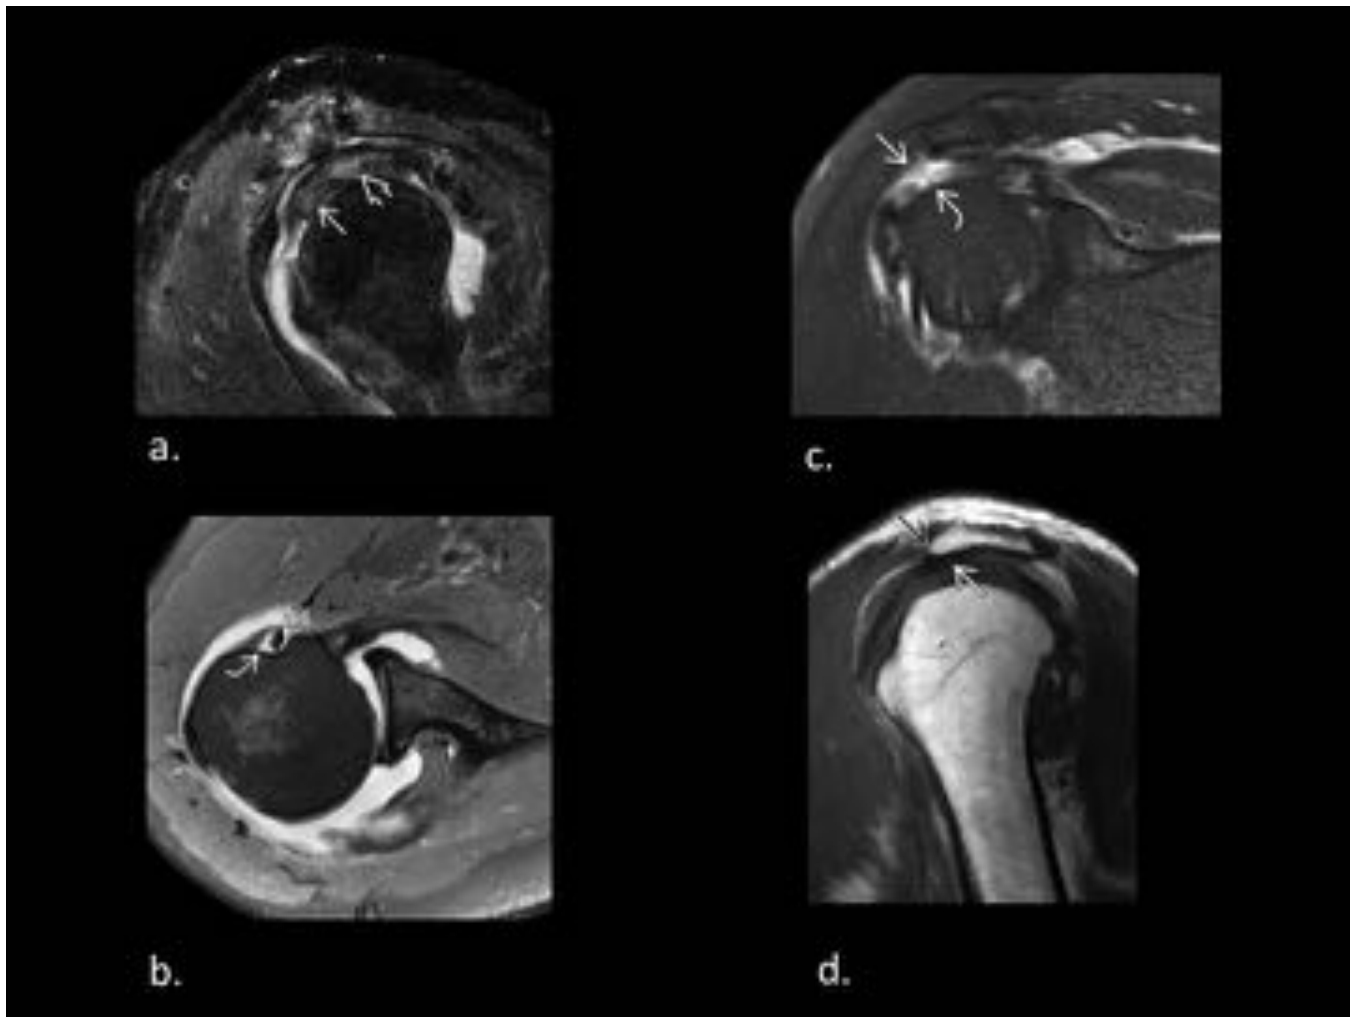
Patologías asociadas a las diskinesias de escápula que pueden ser diagnosticadas con RM. A) T2 sagital oblicua. Aumento de señal con engrosamiento del tendón bicapital sugestivo de tendinopatía. B) imagen en DP con supresión grasa. Aumento de señal dentro del tendón. C) imagen T2 coronal oblicua con sat. grasa; rotura de espesor completo del manguito rotador. D) acromion tipo III comprimiendo la bursa subacromial e imprimando en el tendón del supraespinoso (pinzamiento del manguito rotador).
